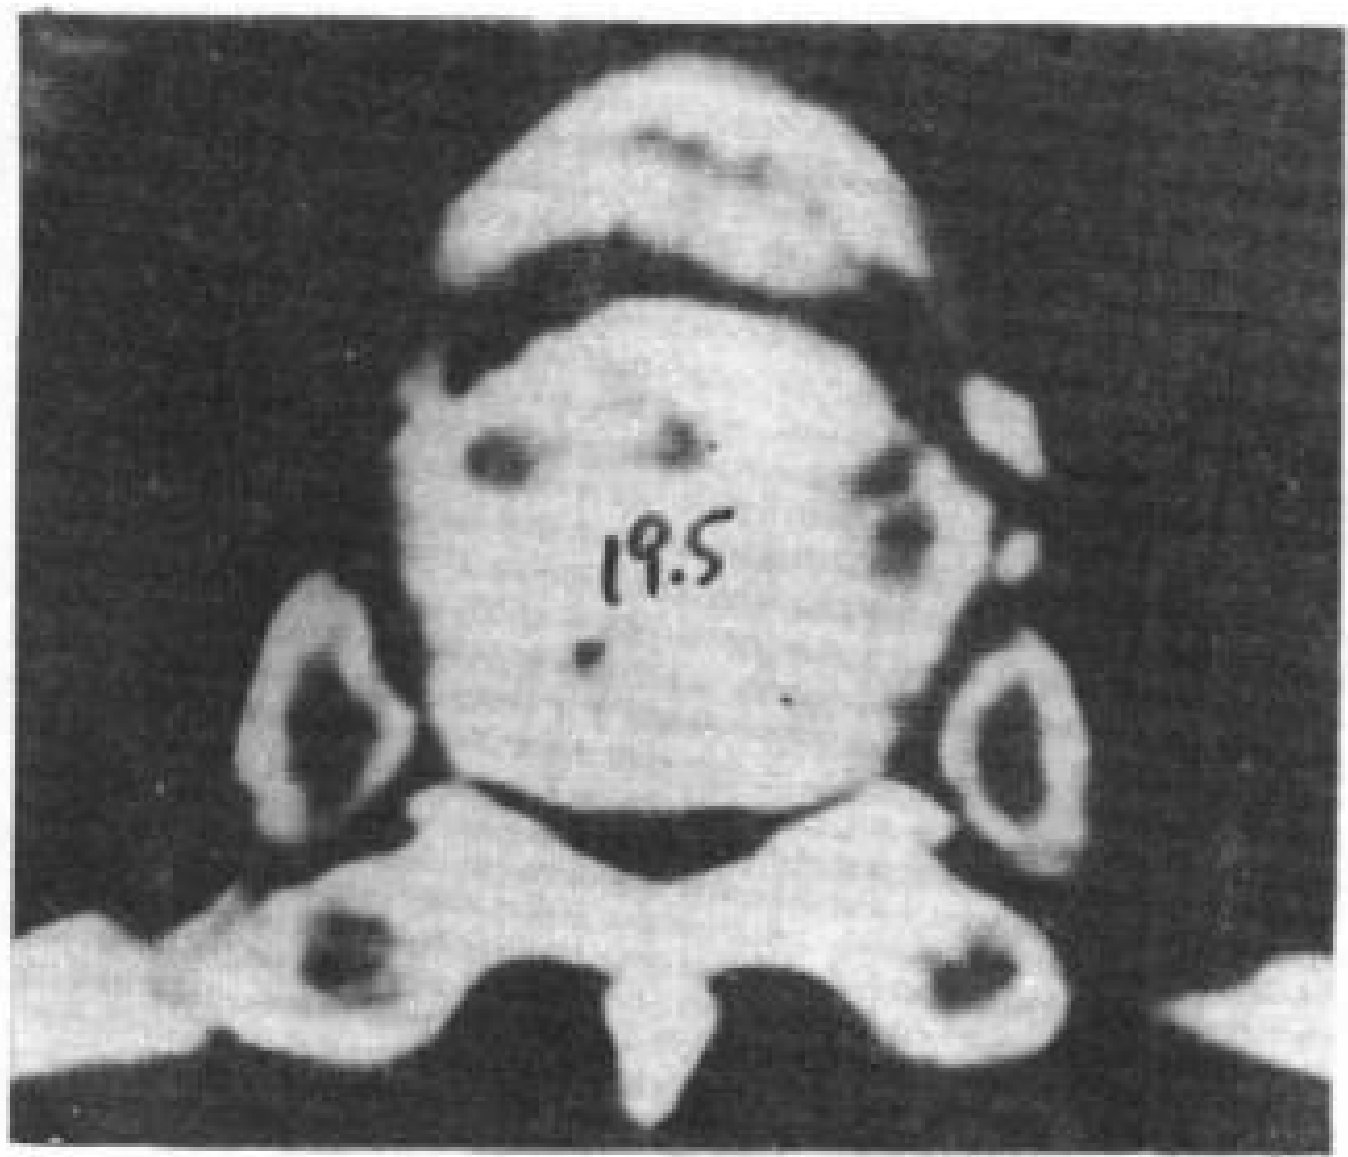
5 Morquio 氏综合症 (MPS-IV)。17 岁女孩。CT 经脊柱后凸最明显处扫描，显示狭窄的椎管，发育不全能及向后移位的脊椎。
